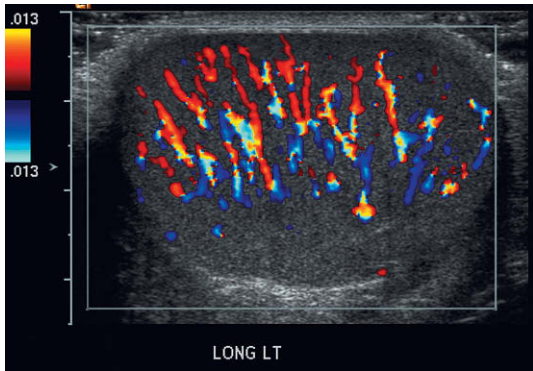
Imagen longitudinal de Doppler color de un testículo. Con sistemas muy sensibles de Doppler, se observa la red de arterias centripetas en forma de abanico a través de este testículo normal.
